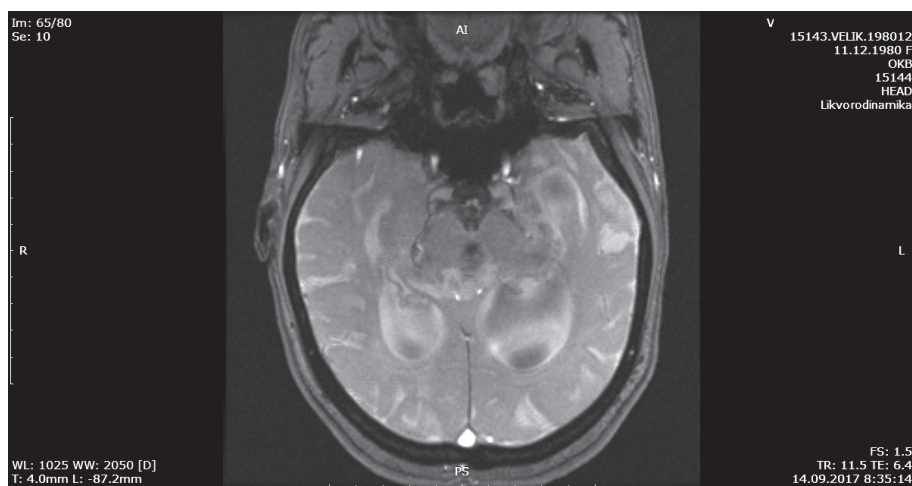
МРТ головного мозга. Ликвородинамика. Внутренняя открытая гидроцефалия.
